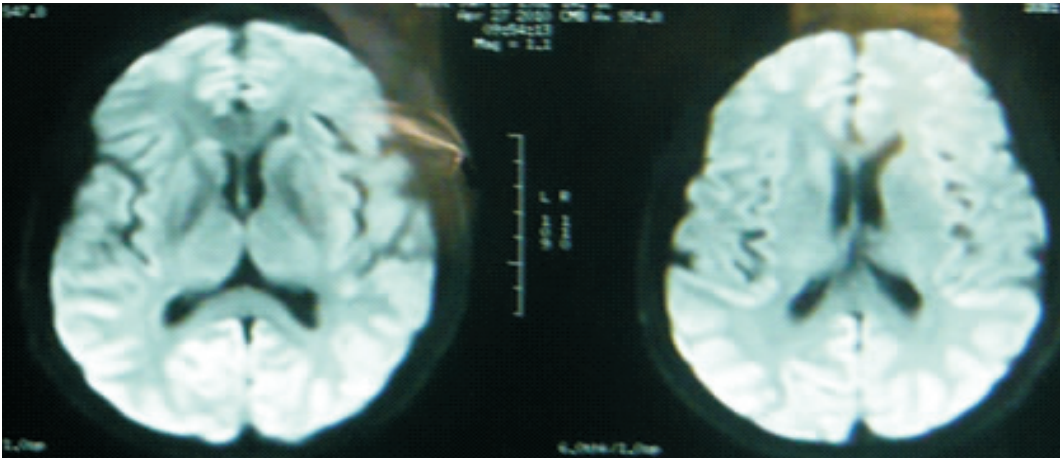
双侧枕顶部及额部皮层可见沿脑回分布的片状高信号 (DWI)
